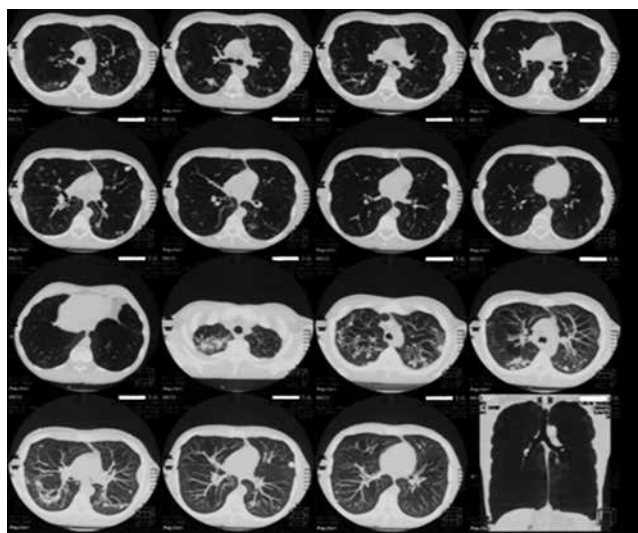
МСКТ больного Б. от 15.03.2017 г.
